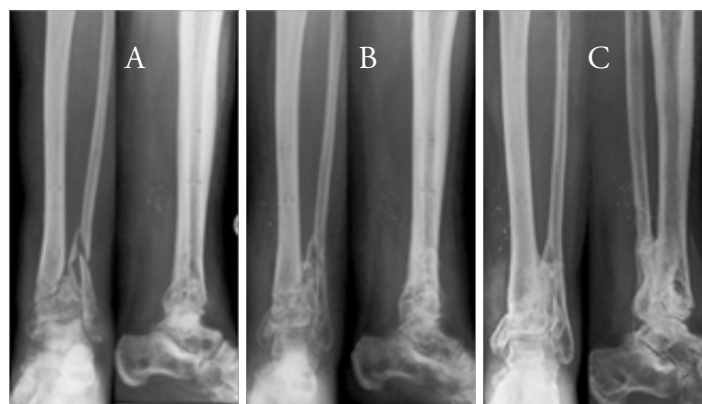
1A zeigt die Röntgenbilder einer 54-jährigen weiblichen Patientin vor Stoßwellentherapie, fünf Monate nach Trauma, primär versorgt mit Fixateur externe und anschließend im Gipsverband ruhiggestellt. Es handelt sich um eine noch mobile, beginnende Pseudarthrose bei einer insulinpflichtigen Diabetikerin mit ausgeprägter peripherer, arterieller Verschlusskrankheit. 1B zeigt dieselbe Patientin bei Gipsabnahme 8 Wochen nach Stoßwellentherapie. Es zeigt sich bereits mäßige kallöse Überbrückung der Fraktur. Auch ist es im Gipsverband gelungen, die geringe Varusfehlstellung zu korrigieren. 1C zeigt das Ausheilungsergebnis sechs Monate nach Stoßwellentherapie
